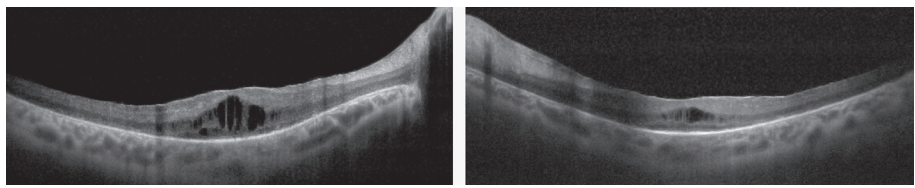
Оптическая когерентная томография (слева — правый глаз; справа — левый глаз)
